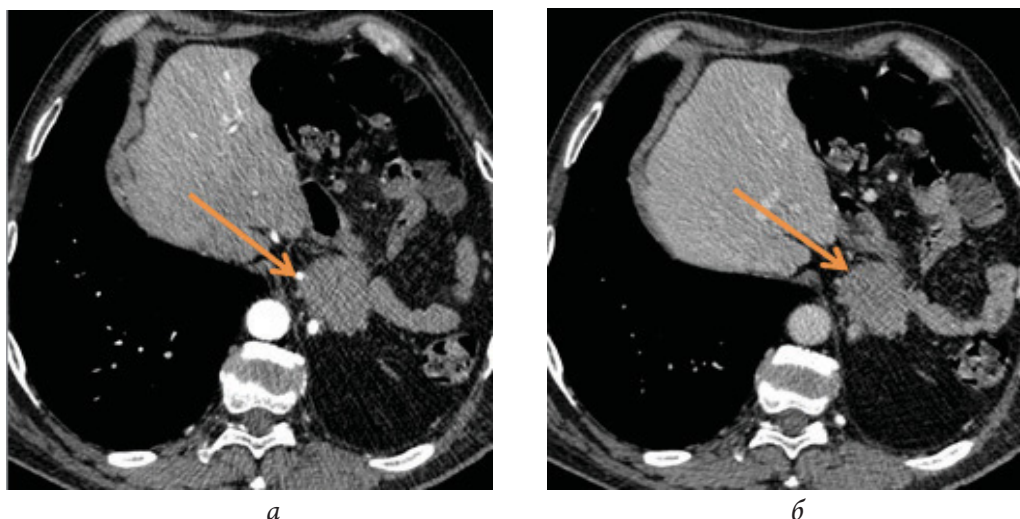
Зона патологического очага (показан стрелками) через 3 мес после криовоздействия. КТ-томограммы с контрастным усилением: а – артериальная фаза, б – венозная фаза
